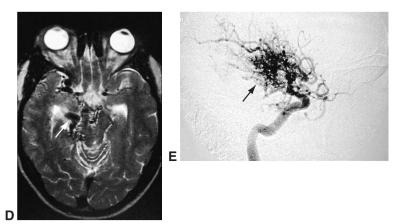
A. Cet homme de 24 ans a été adressé pour évaluation de vaisseaux conjonctivaux dilatés, depuis 2 à 3 ans. B, C. Son acuité visuelle était de 10/10 des deux côtés, mais le champ visuel a mis en évidence une hémianopsie latérale homonyme gauche. D. La coupe IRM pondérée en T2 a mis en évidence une malformation artérioveineuse (MAV) au niveau des ganglions de la base droits (*flèche*). E. Artériographie carotidienne interne droite confirmant la présence d'une MAV (*flèche*). (*Remerciements au Dr Steven A. Newman.*)
